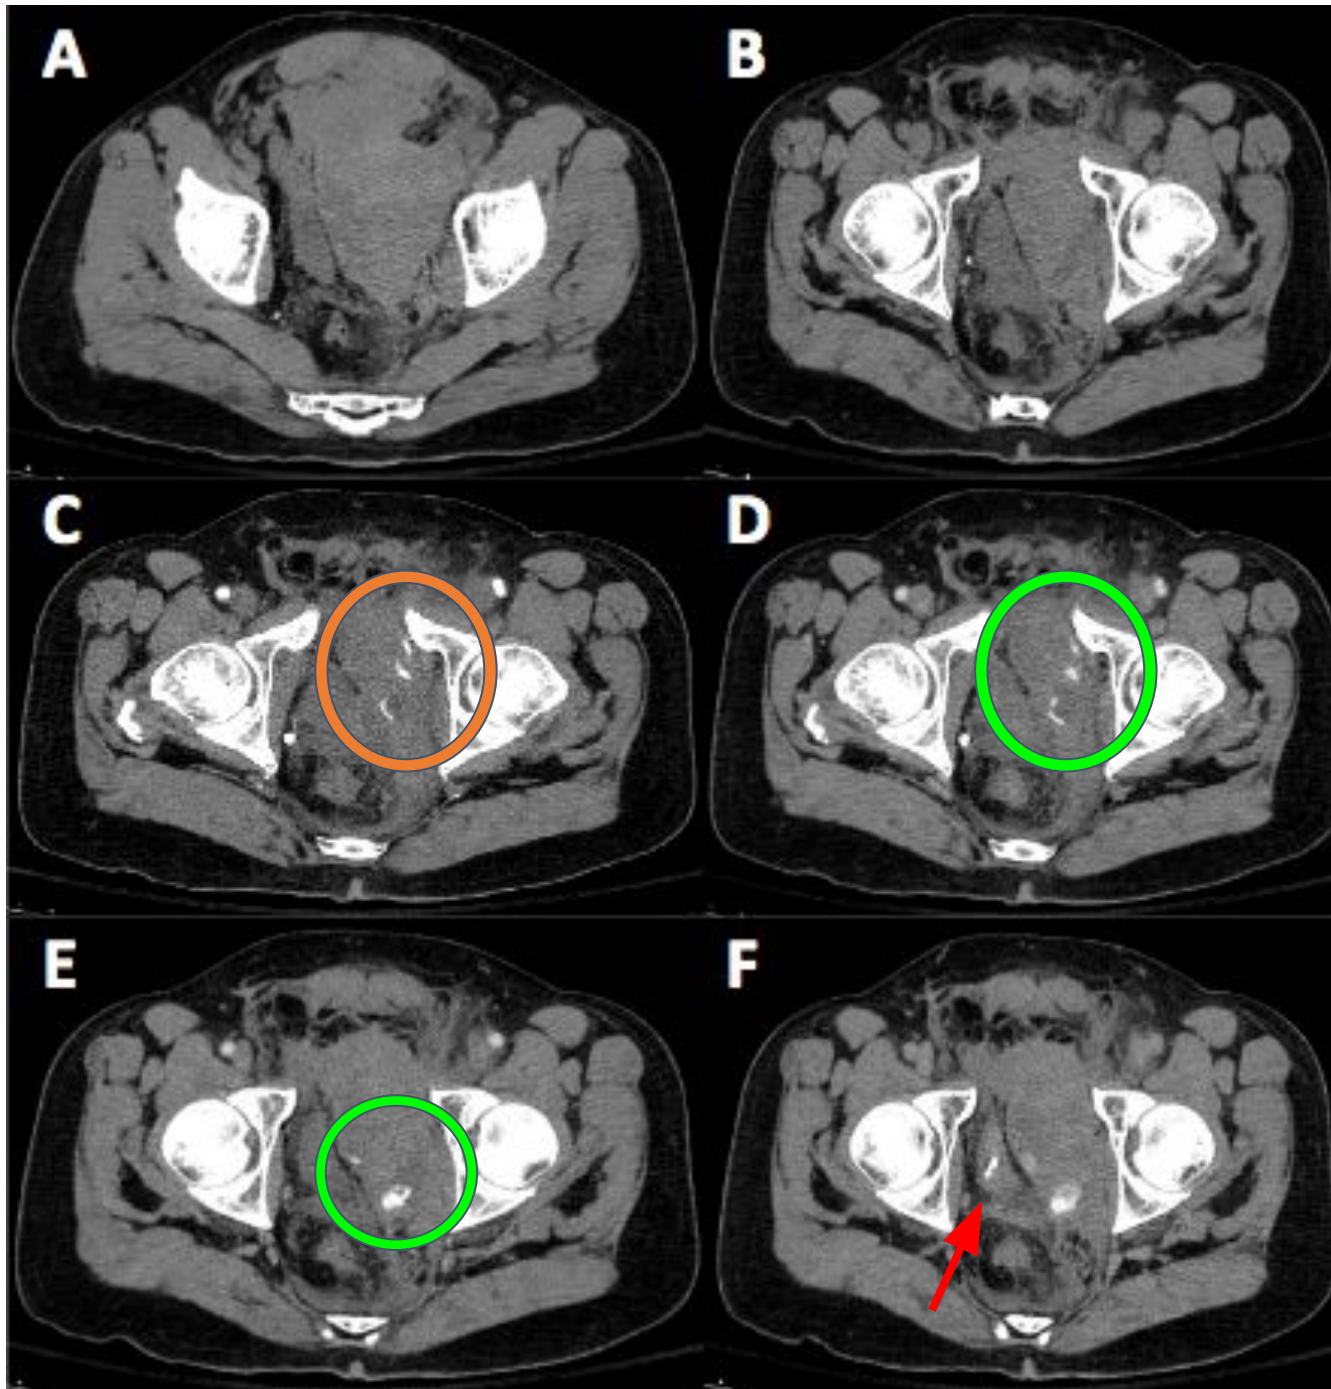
TC Abdominopélvico sin y tras administración de contraste intravenoso. A y B) Fase basal. C) Fase arterial. D y E) Fase venosa. F) Fase excretora.
